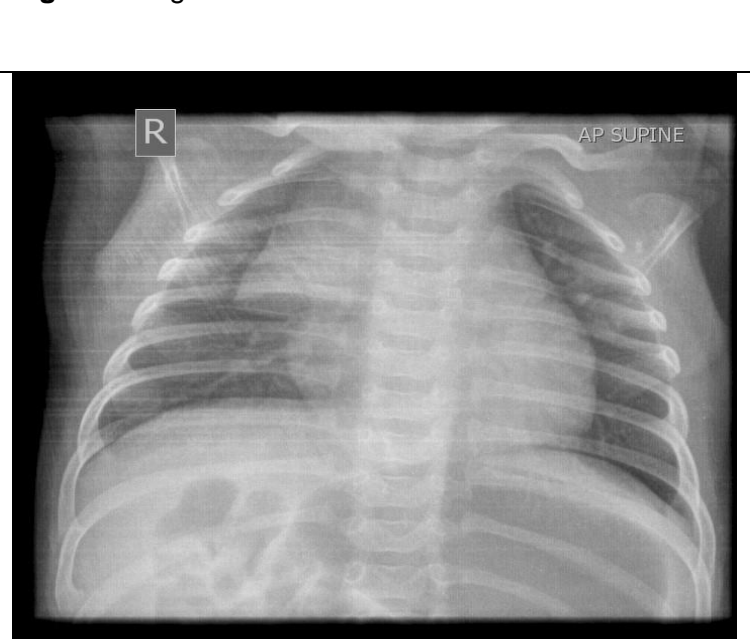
Anatomía del mediastino en la radiografía de tórax
